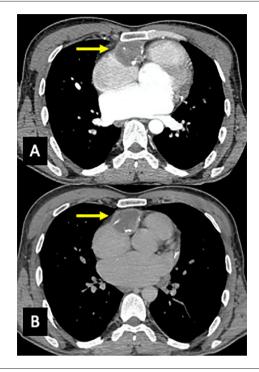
Tomografia computadorizada de tórax. Painéis com (A) e sem contraste (B) mostrando coleção (setas amarelas) adjacente às câmaras direitas do coração associada a leve calcificação pericárdica e massa.
